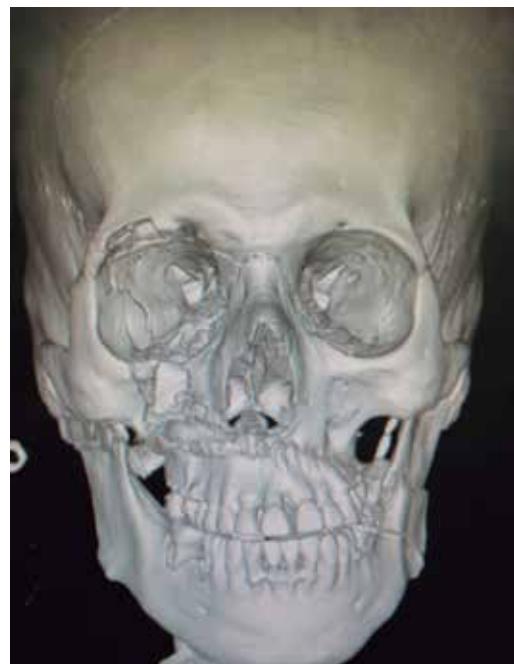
Tomografía computarizada con reconstrucción en tercera dimensión donde se aprecia una fractura malar derecha que involucra el reborde infraorbitario.
